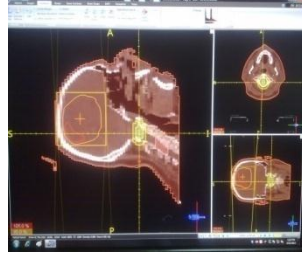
39' da Prowess Panther planlama sisteminde ardışık olmayan BT kesitlerinden hacim oluşturulmasının mümkün olduğu gösterilmiştir
